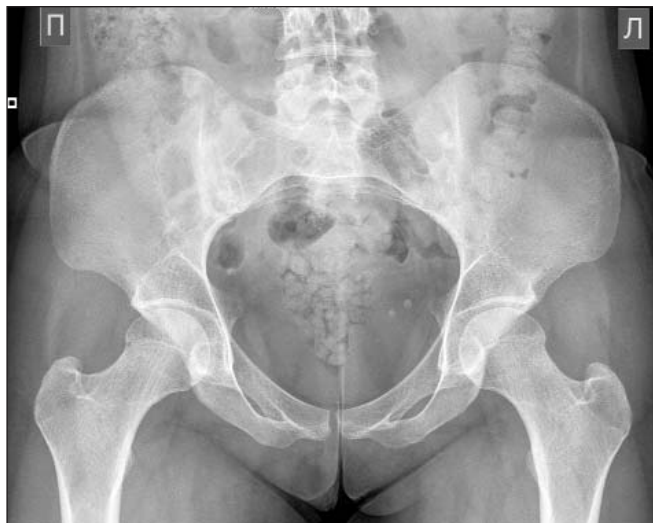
Рентгенограмма костей таза больной П., 27 лет. Двусторонний сакроилиит III стадии по Kellgren
